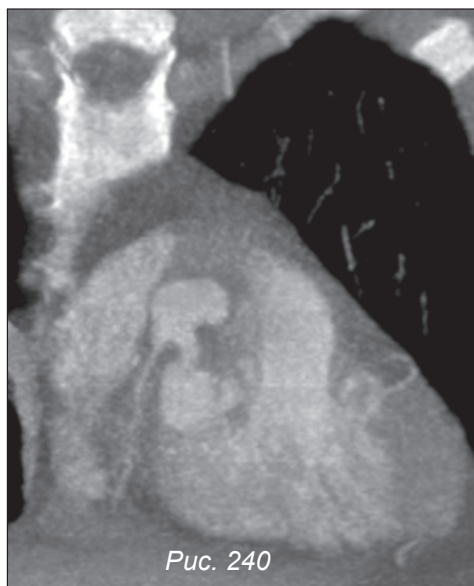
КТ сердца с контрастированием, мультипланарная реконструкция. Коронаро-правожелудочковая фистула
